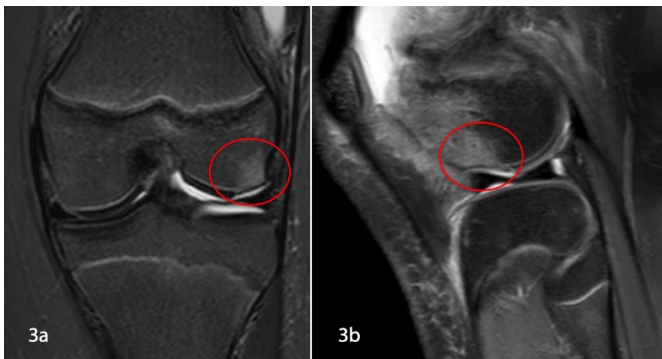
Arthro-RM: Corte coronal em ponderação STIR: defeito osteocondral do CFE. (3a) e corte sagital em ponderação DP SPAIR evidenciando hipersinal medular do polo inferior da rótula e do côndilo femoral externo por contusão óssea (3b).
